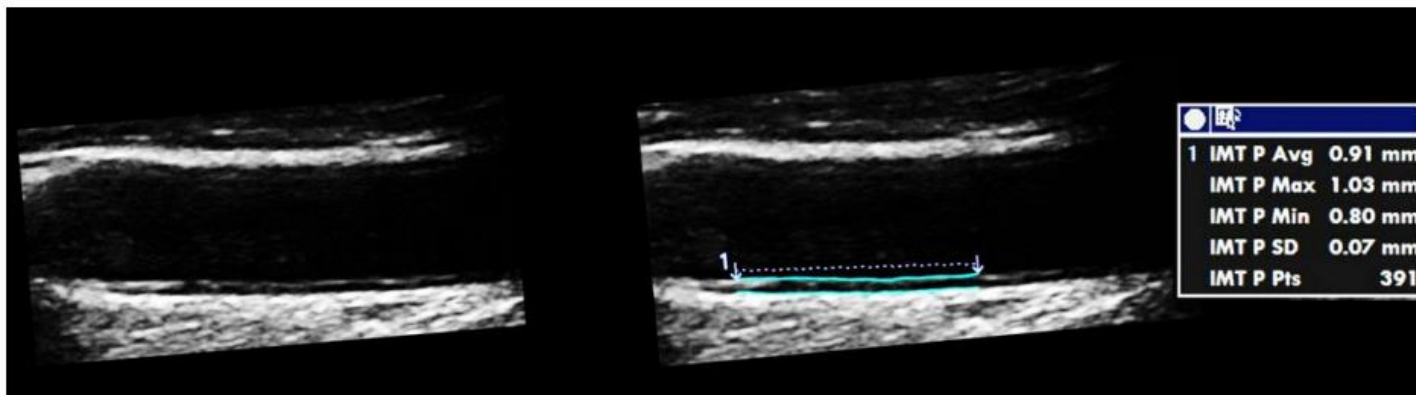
Intima-media thickness (IMT measurement) according to the Mannheim consensus [15]. The carotid artery IMT should be parallel to the ultrasound beam and the measurement should be performed in the distal part of the common artery using a diastolic frame and excluding carotid plaque defined by (1) thickness >1.5 mm; (2) lumen encroaching >0.5 mm; (3, 4) >50% of the surrounding IMT value. The IMT value should be derived from a length of 10 mm with 150 measures.
